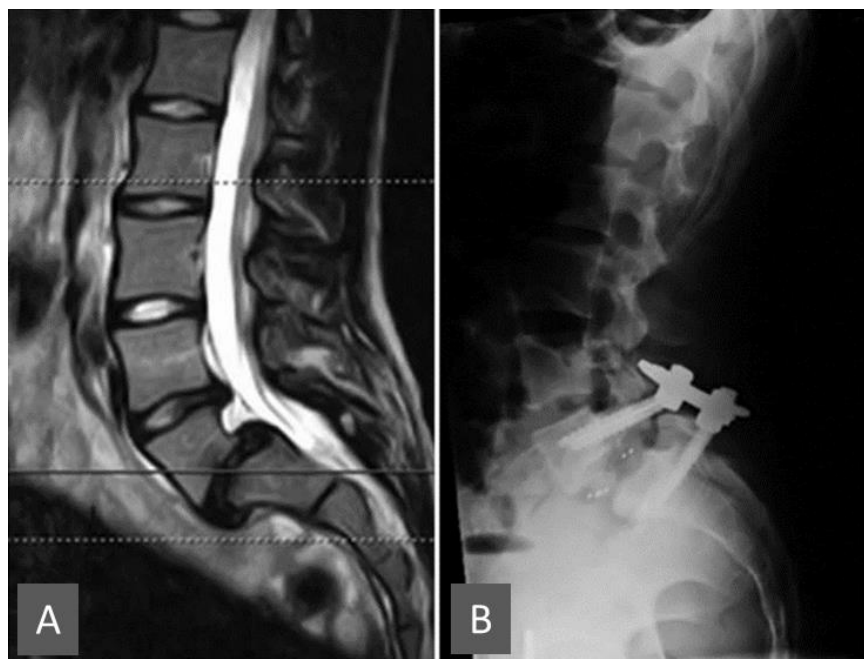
(A) RM sagital potenciada en T2, preoperatoria, de la columna lumbar, de una atleta con EDD L4-L5 y más acusada L5-S1, secundaria a una espondilolistesis en el último nivel. (B) Rx lateral de la columna lumbar obtenidas después de una fusión intersomática lumbar anterior de un solo nivel con fijación posterior percutánea. Modificado de Hsu y Jenkins. J Am Acad Orthop Surg. 2017 (1).
